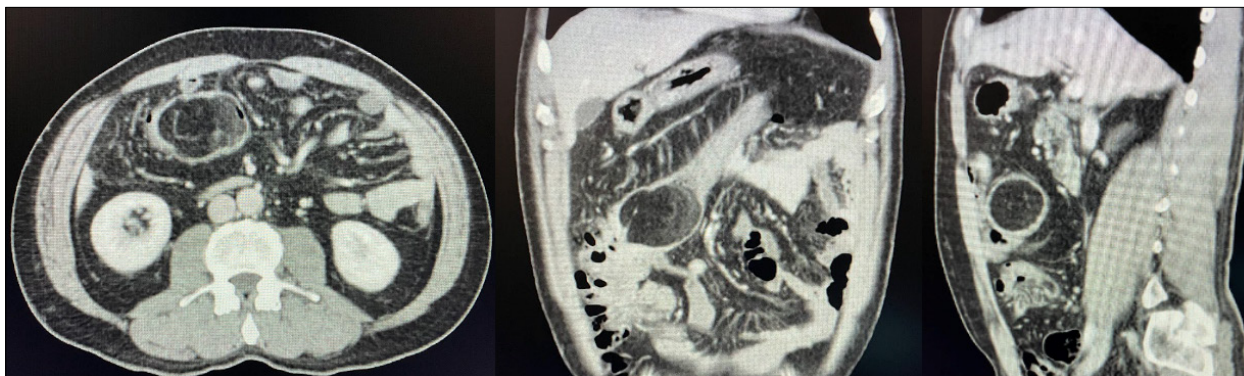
TAC AP: Invaginación intestinal ileocólica con masa de estirpe lipomatosa a nivel de válvula ileocecal.
